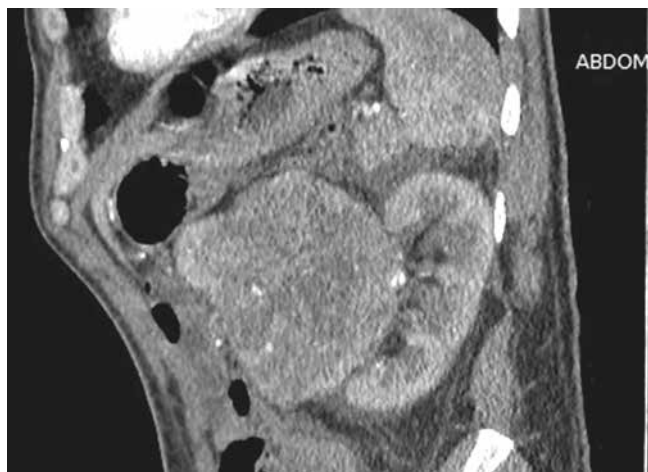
КТ органов брюшной полости с в/в контрастированием от 18.01.23. Сагиттальный срез. В верхней и средней трети левой почки определяется опухоль 11×10,5 см неоднородной структуры, распространяющаяся на почечный синус
